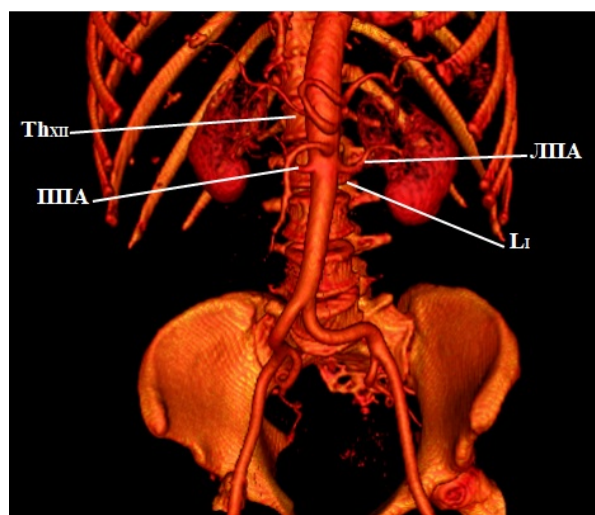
Устья левой и правой почечных артерий располагаются симметрично и соответствуют середине тела L₁. Трехмерная реконструкция. Женщина, 61 год. Мультиспиральная компьютерная томография.
